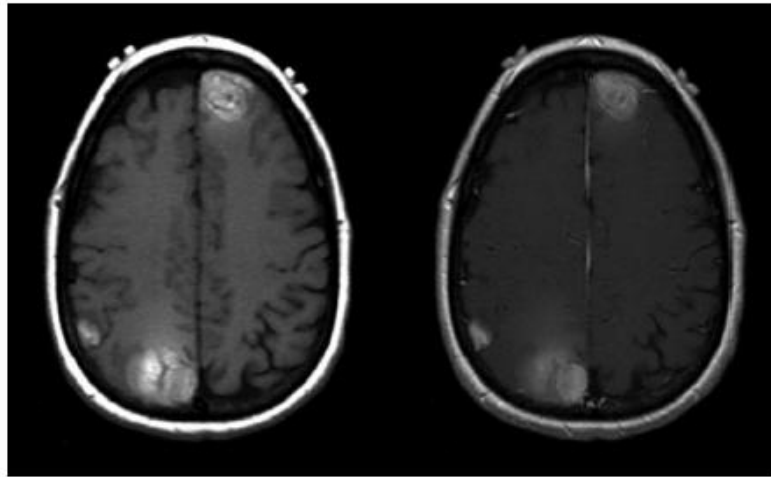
Axial precontrast (*left*) and postcontrast (*right*) T1-weighted MR images of a patient with metastatic melanoma. The 2 larger metastases were associated with hemorrhage (subsequently confirmed at the time of surgery). The smaller lesion was deeply melanotic but was without hemorrhage (also confirmed at the time of surgery).
